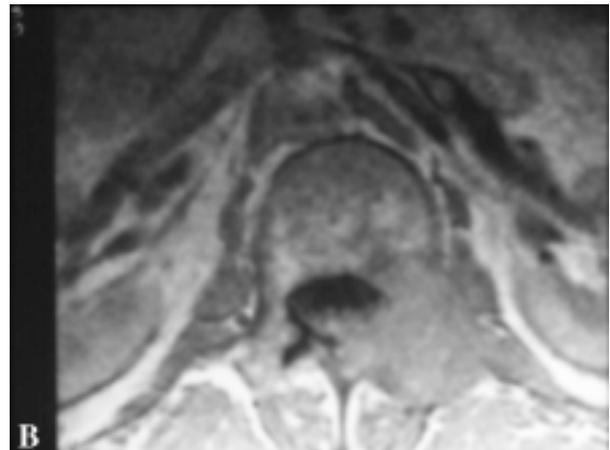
Afectación metastásica ósea en columna vertebral dorsolumbar con diferentes niveles de intensidad. En dos niveles puede apreciarse con claridad la compresión del cordón medular. También puede observarse un colapso vertebral. B. La RMN permite en los cortes transversales estudiar con detalle la afectación vertebral ósea. En este caso se inicia en el pedículo, con aparición de masa en partes blandas e inicio de la ocupación del canal medular. La afectación raquídea previa y del agujero de conjunción explica la aparición de algias radicales previas al déficit neurológico.
